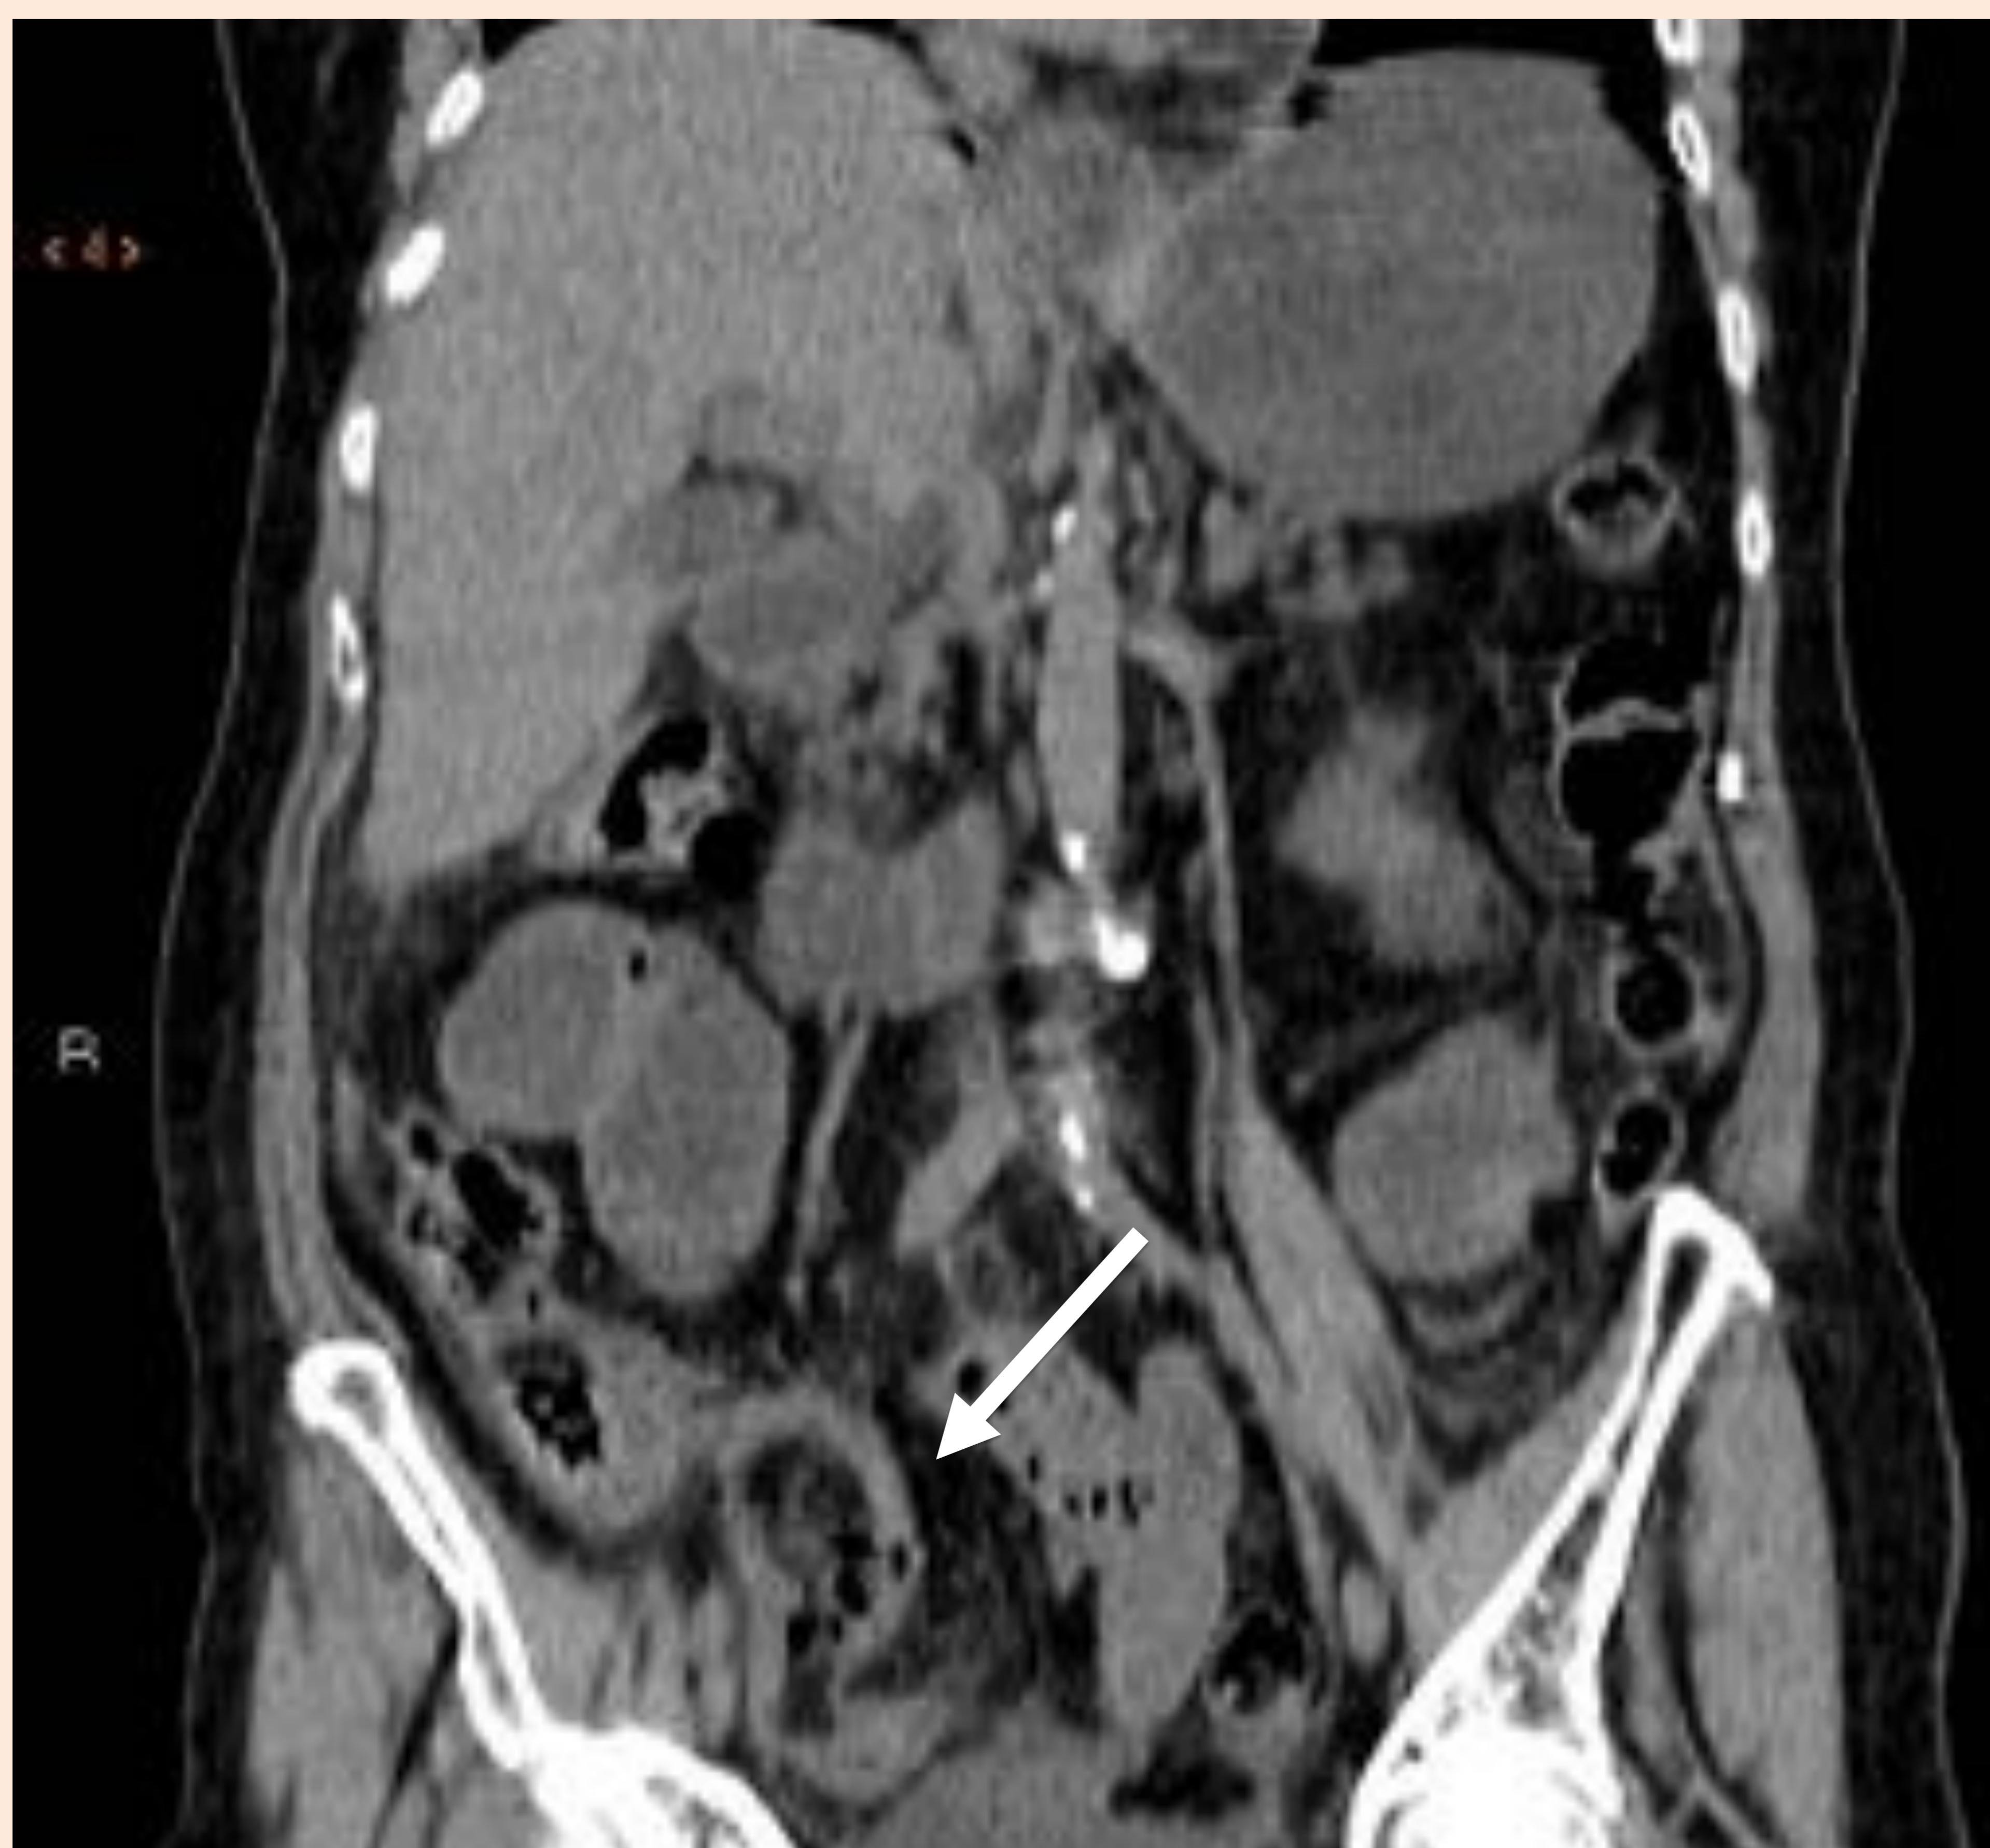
Reconstrucción coronal de TC del paciente de la figura anterior, donde se identifica el apéndice cecal en todo su trayecto (flecha).
